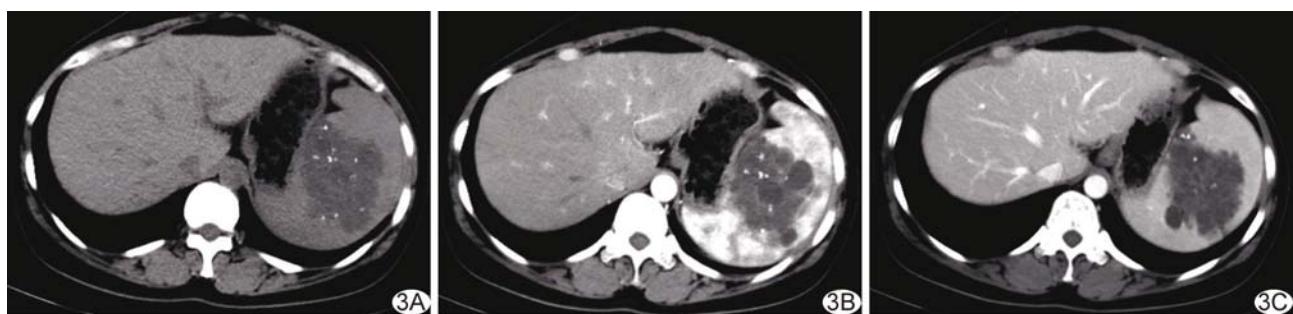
患者女,46岁,脾血管淋巴瘤,轴位CT表现 A. 平扫示脾脏中上份分叶状稍低密度肿块,其内可见钙化、囊变及分隔; B. 增强动脉期病灶内分隔及实质性成分轻度强化; C. 静脉期病灶内分隔及实质性成分进一步强化
